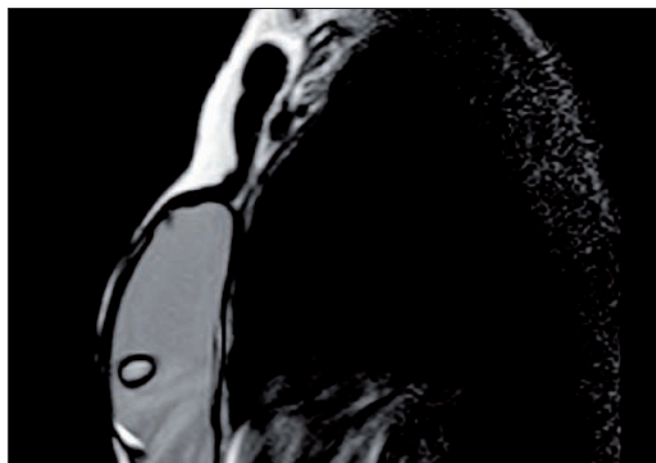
RM en la que se observa una imagen nodular, localizada en zona de intercuadrantes internos, de unos 2,5cm de diámetro, que impresionaba como contenido líquido, sin signos inflamatorios ni de rotura protésica.
